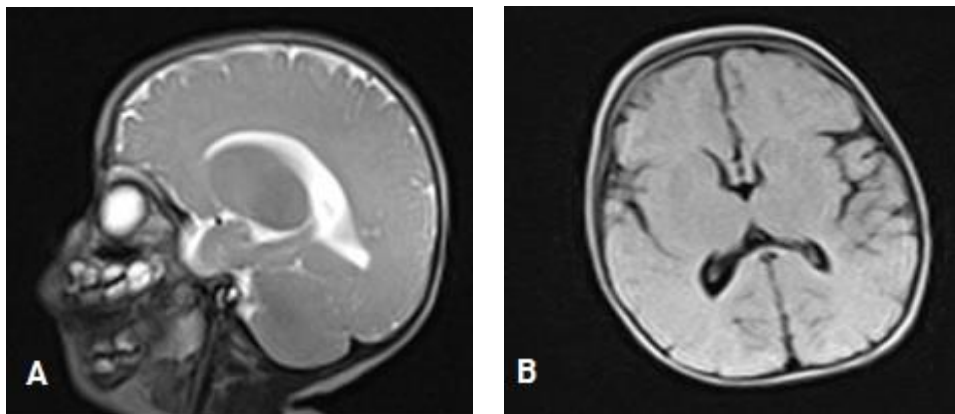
IRM cráneo simple. 0.35 tesla. A) Corte sagital, secuencia t2, poco desarrollo de los surcos cerebrales e hipoplasia de cuerpo calloso. B) corte axial, secuencia flair, poco desarrollo de los surcos cerebrales e hipomielinización.
